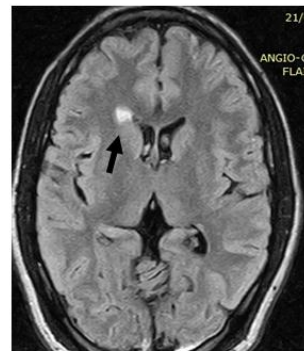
ARM cérébrale ; Séquence FLAIR. Lacune frontale droite (Flèche noire)
